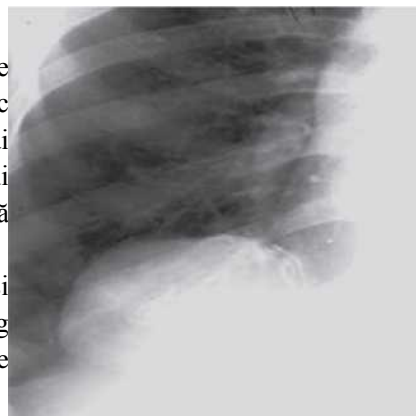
Radiografia toracelui. Chist dermoid al mediastinului.
